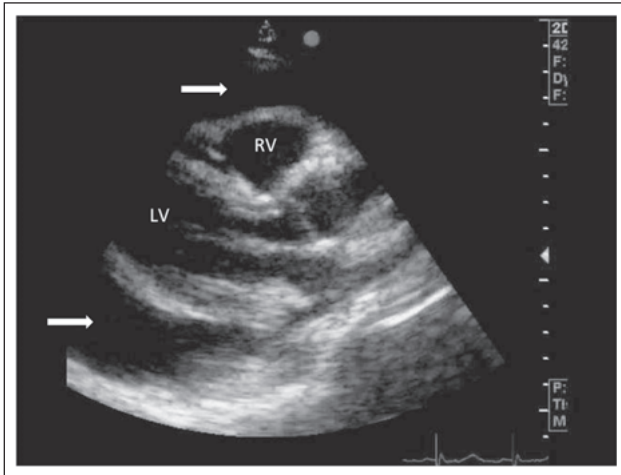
Großer Perikarderguss in der parasternalen langen Achse (Pfeile). RV: rechter Ventrikel; LV: linker Ventrikel
